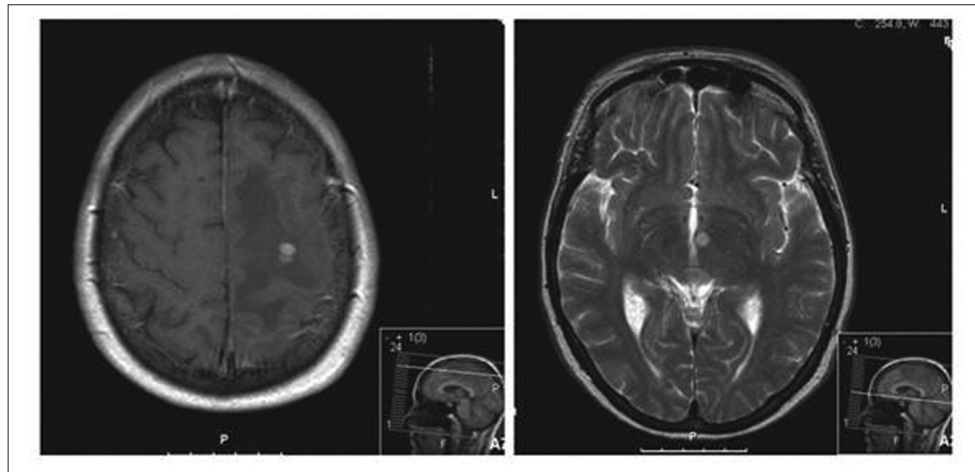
Клинический случай 2. КТ-грамма за июль 2010 г. Появление метастазов в головном мозге через 15 мес после начала приема сунитиниба
